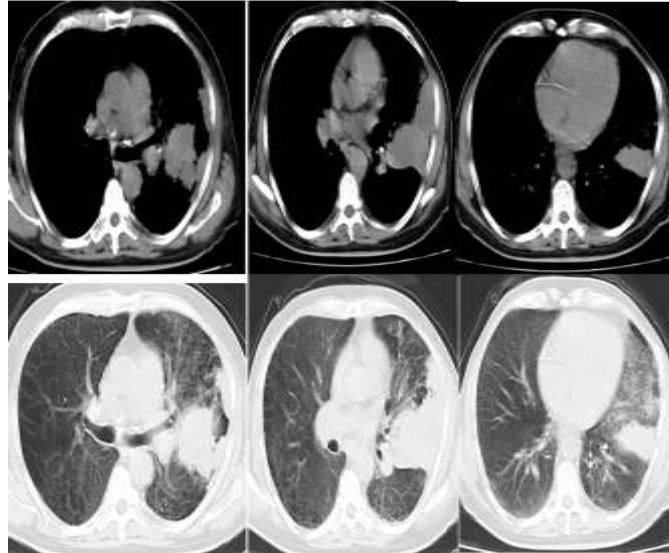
TAC de tórax simple, cortes axiales, ventana mediastínica y pulmonar. Engrosamientos parciales de la pleura parietal y visceral de bordes lobulados con aspecto nódular y masas pleurales.
